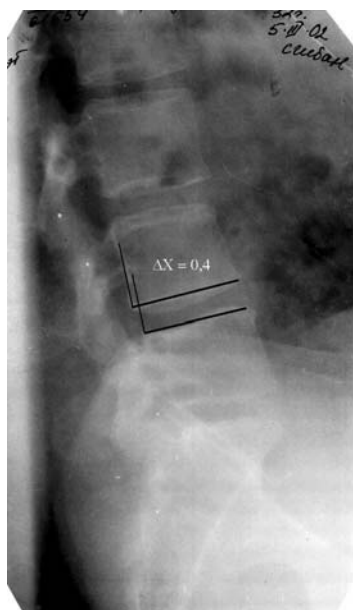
Фотоотпечатки МР-томограммы и боковой спондилограммы при сгибании больного Р-ва. История болезни № 65660: а) МР-томограмма; б) рентгенограмма при сгибании; в) передне-задняя после операции; г) боковая после операции
